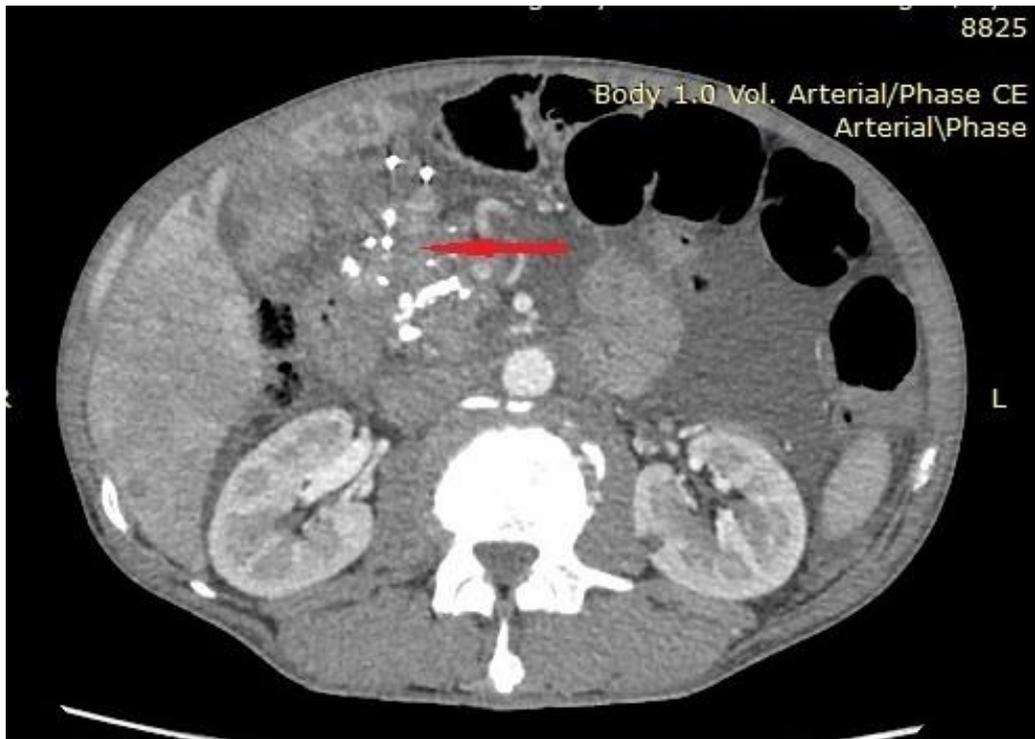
КТ ОЧП. Пухлина голівки ПЗ з множинними кальцинатами, метастатичним ураженням печінки.
